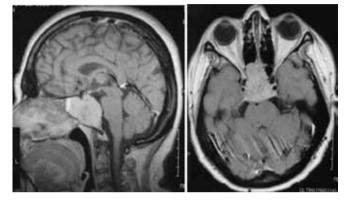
МРТ: картина метастаза РМЖ в ХСО
